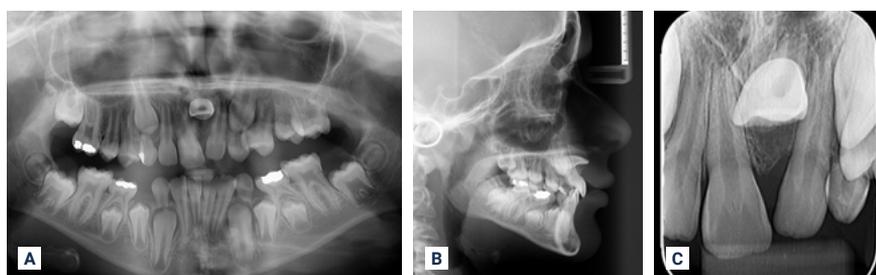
· Radiografias panorâmica (A), telerradiografia lateral (B) e periapical (C) revelando o dente 21 impactado e posicionado horizontalmente.
